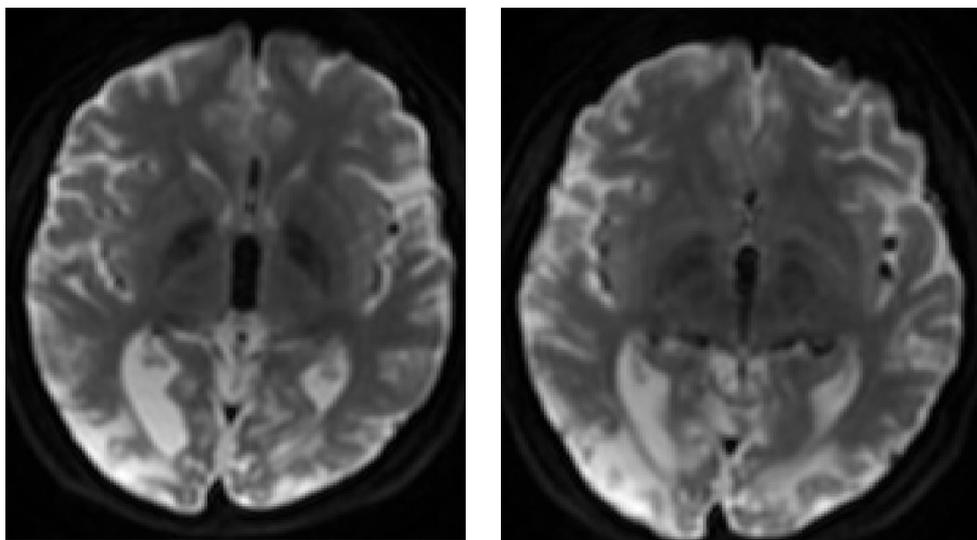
RM control: Secuencia de difusión sin áreas de hiperintensidad de que traduzcan lesiones isquémicas agudas.
